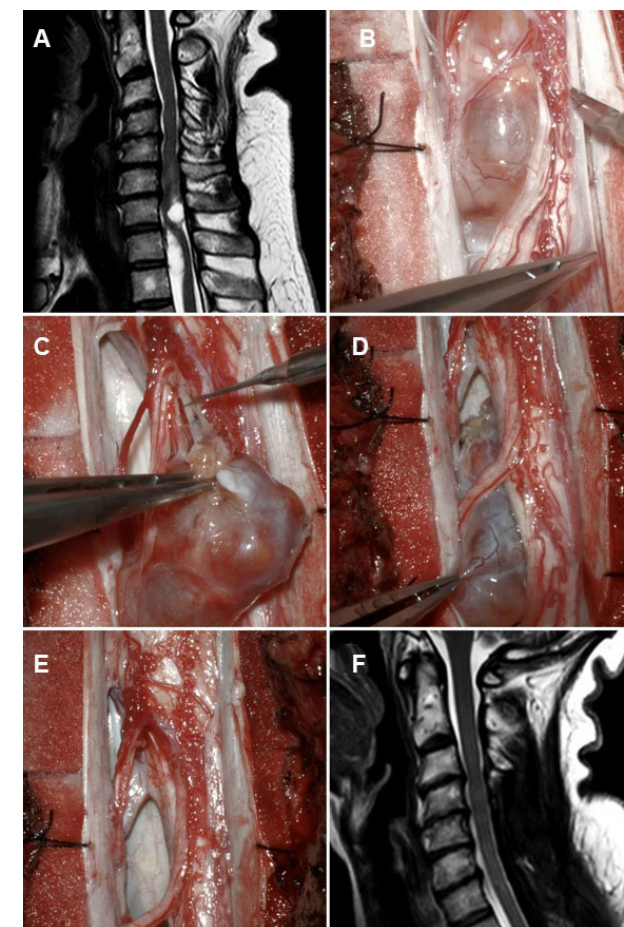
Tumor intradural extramedular C5-C7, schwannoma. A) RM prequirúrgica. B-E) Hallazgos intraoperatorios. F) RM postquirúrgica.
